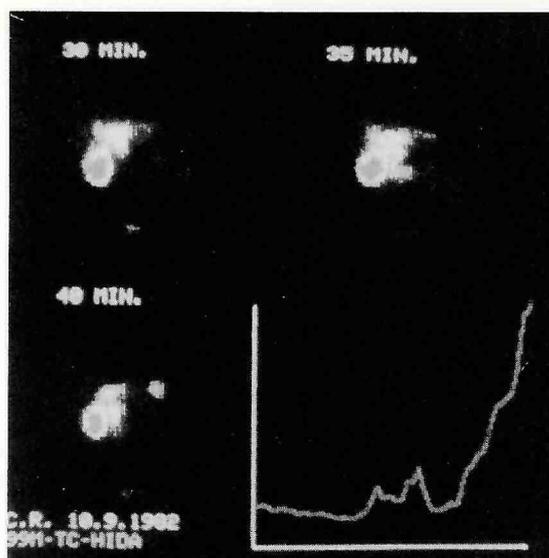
Colescintigrafia. Episodio di reflusso entero-gastrico: dopo 30-35' comparsa di captazione gastrica.
